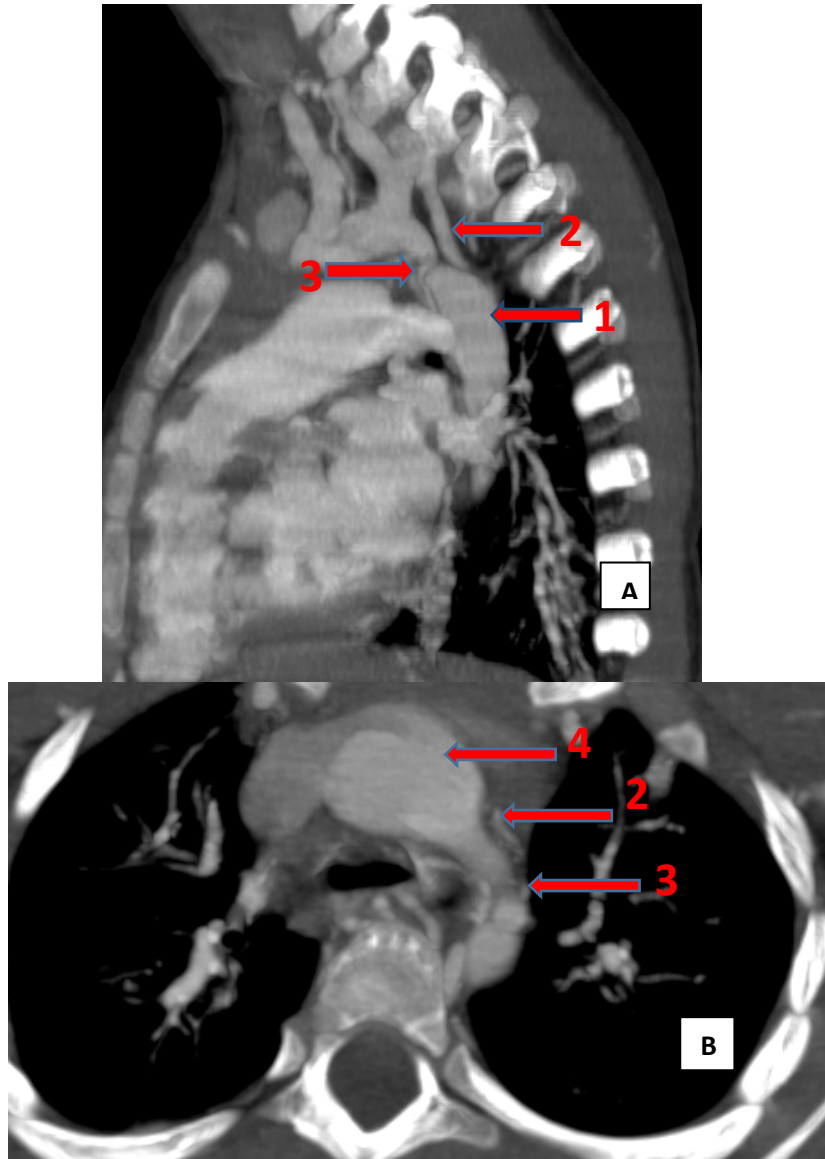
TDM thoracique, en coupe sagittale (Image A), et en coupe axiale (image B) en reconstruction MIP : Coarctation de l'aorte associée à une importante circulation collatérale prenant naissance de l'aorte descendante et se dirigeant en péri-oeso trachéale et vertébrale chez un patient de 5 ans (service de radiologie CHU Mohamed VI Marrakech).
